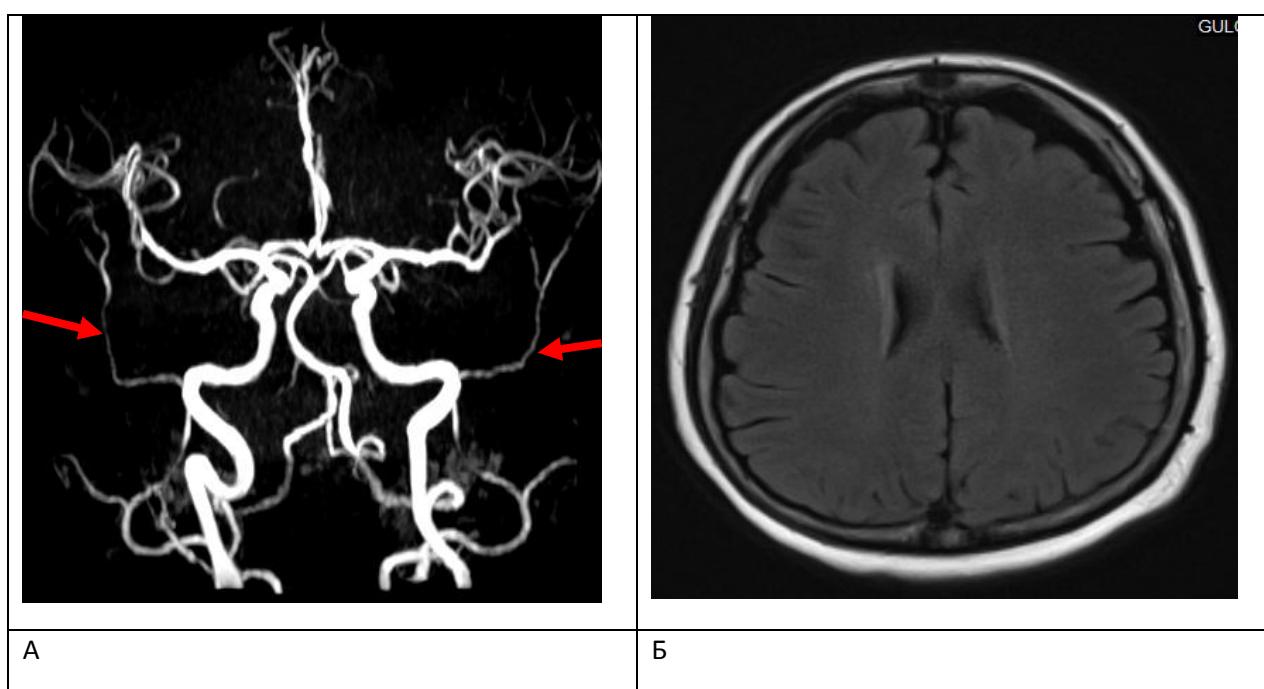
Вазоконстриктивные изменения в сосудах среднего и малого калибра (А) у пациентов IA группы при МР-ангиографии и расширение борозд и боковых желудочков головного мозга (Б) при МРТ в режиме Т1
